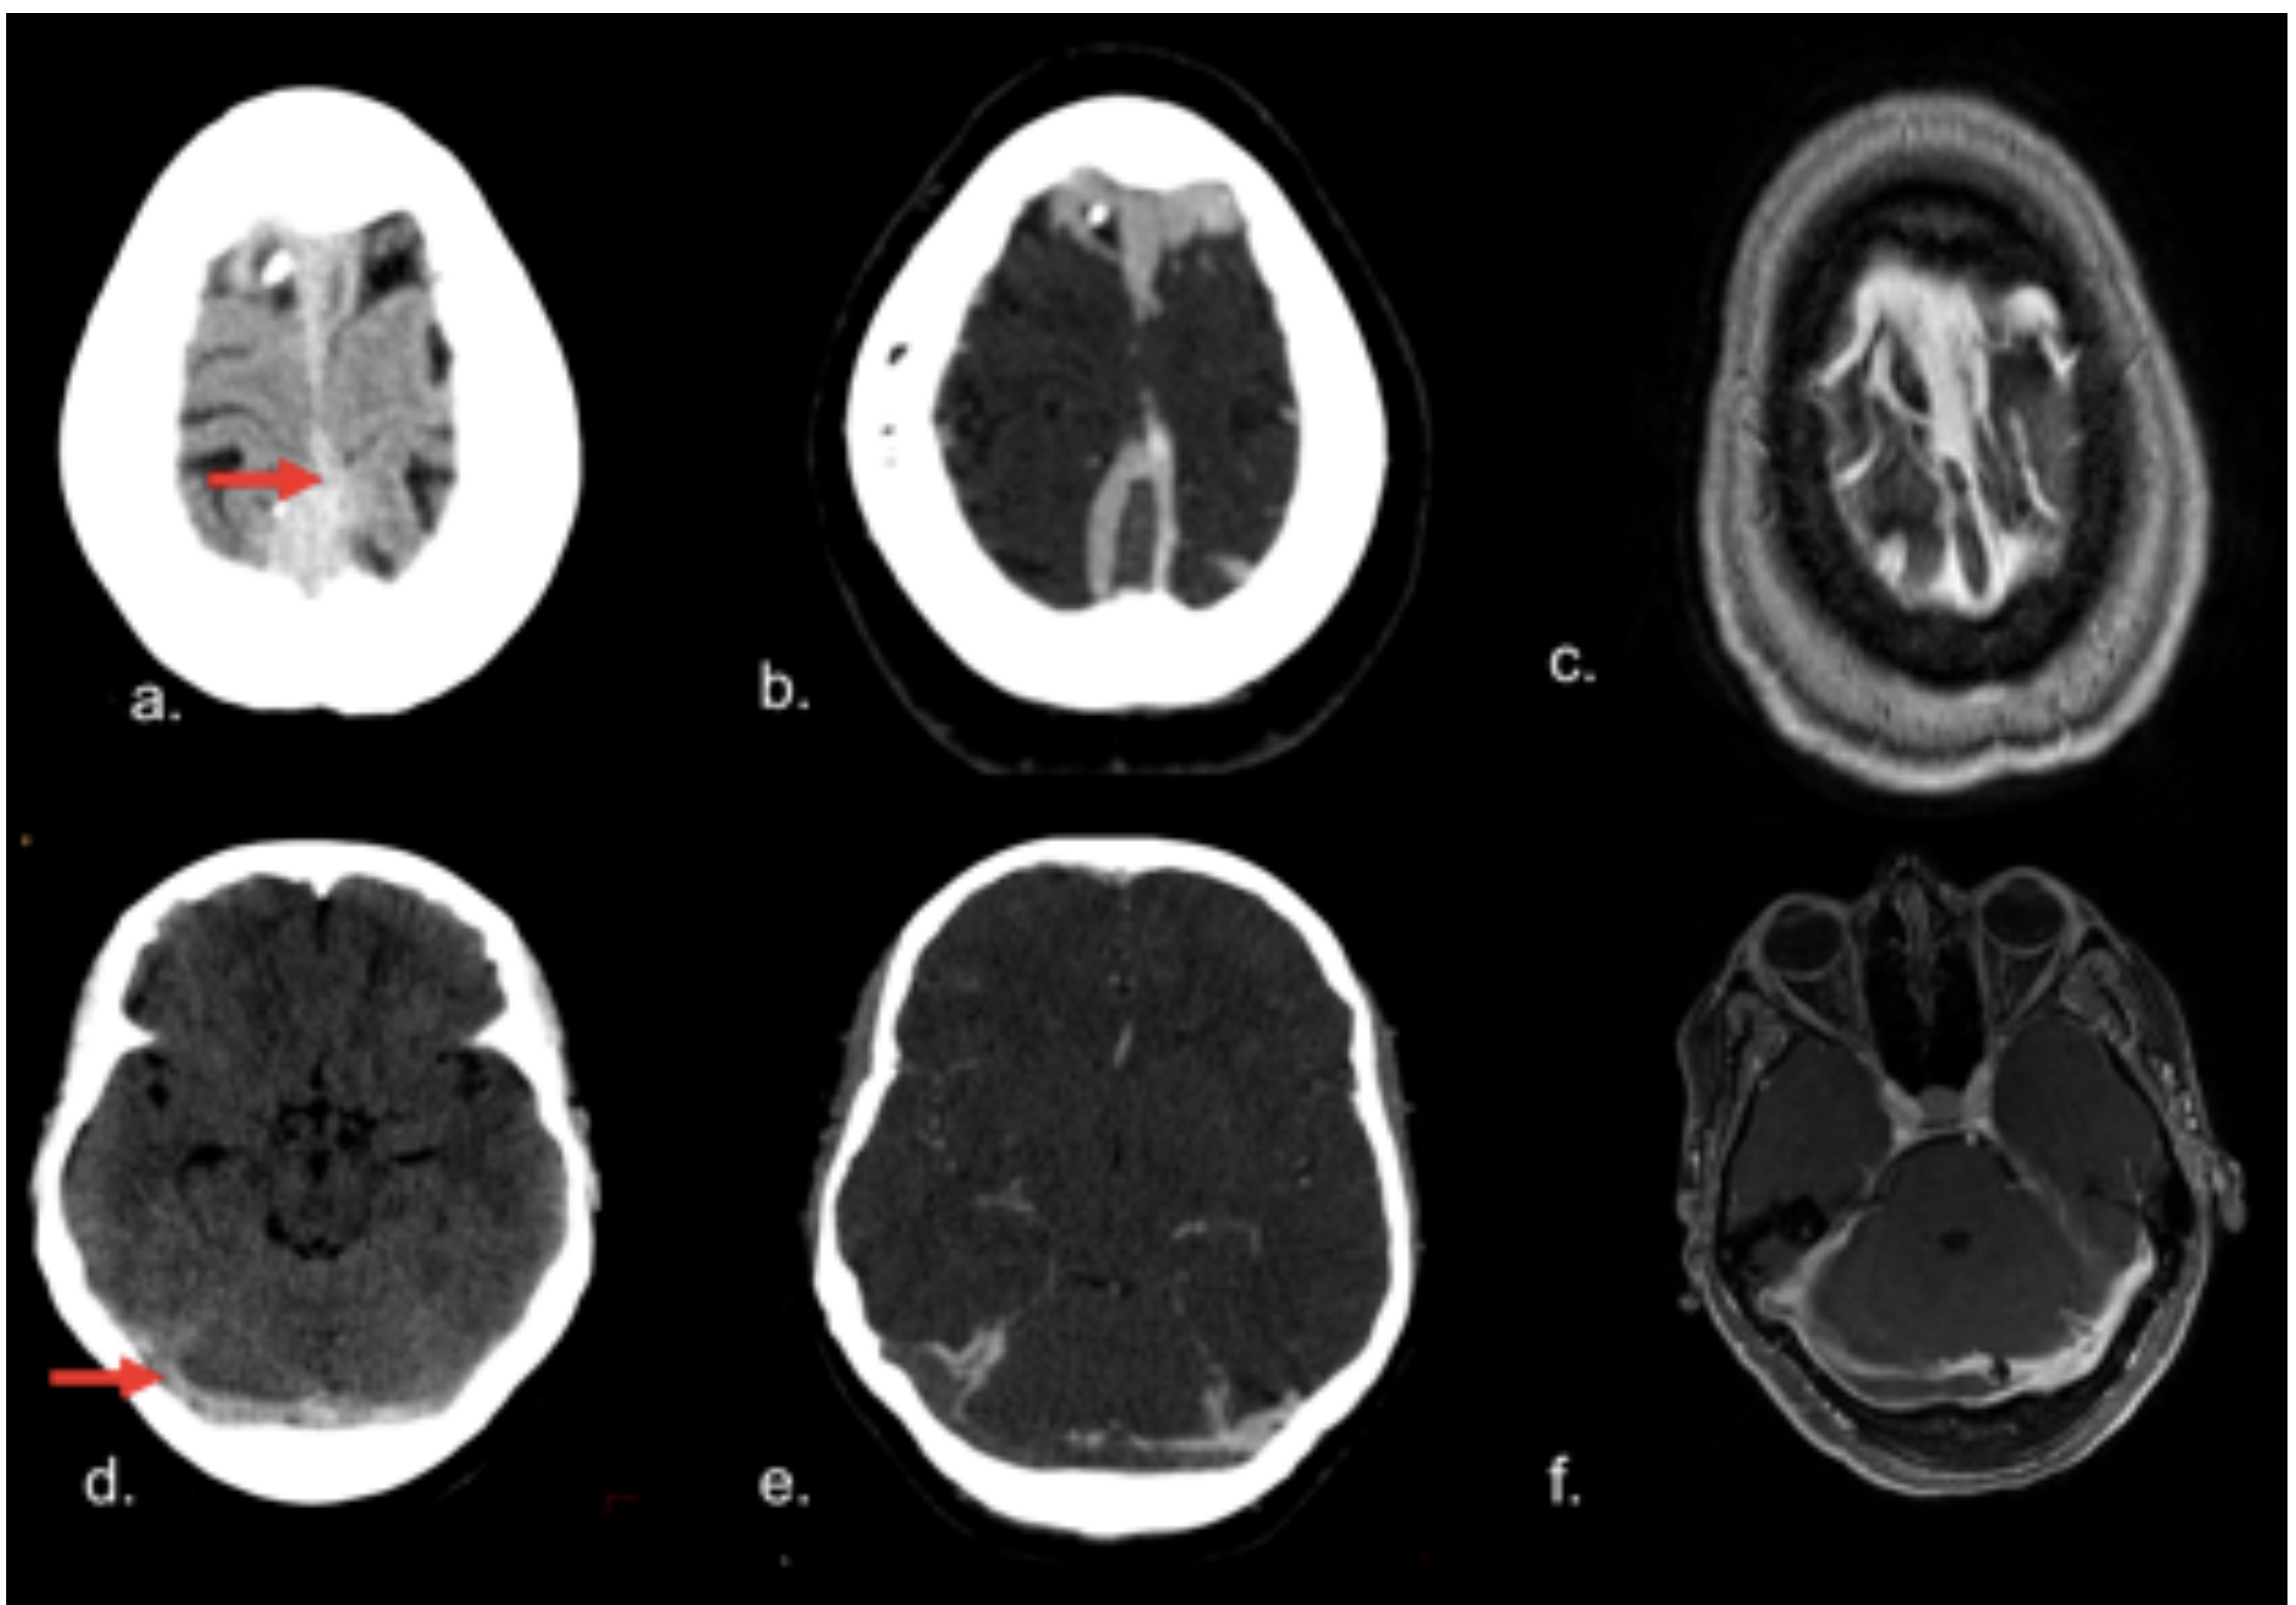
Trombosis de senos venosos en mujer de 31 años con cefalea y vómitos. En el TC sin CIV (a, d, flechas) se observa aumento de densidad en seno sagital y transversal, que se corresponde con defectos de repleción tras la inyección de CIV (b, e). Las imágenes de RM (c, f) confirman los hallazgos.
